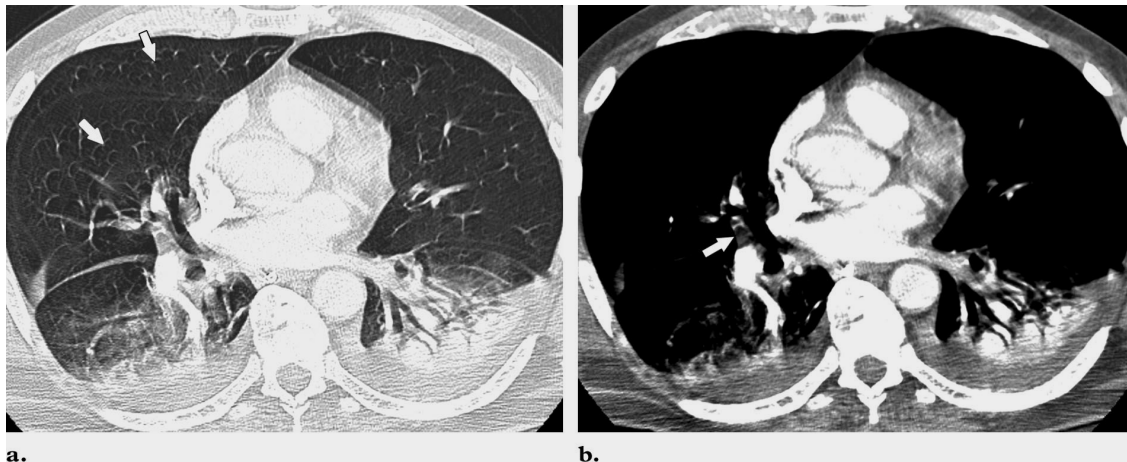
Artefactos por movimiento respiratorio. Paciente de 61 años con disnea. (a) ventana de pulmón muestra artefactos vasculares en gaviota (flecha). (b) La ventana de mediastino muestra anomalía de baja atenuación por efecto de volumen parcial entre el vaso y el pulmón (flecha), cambio que puede simular embolismo. (RadioGraphics 2004; volume 24:1219 –1238).
